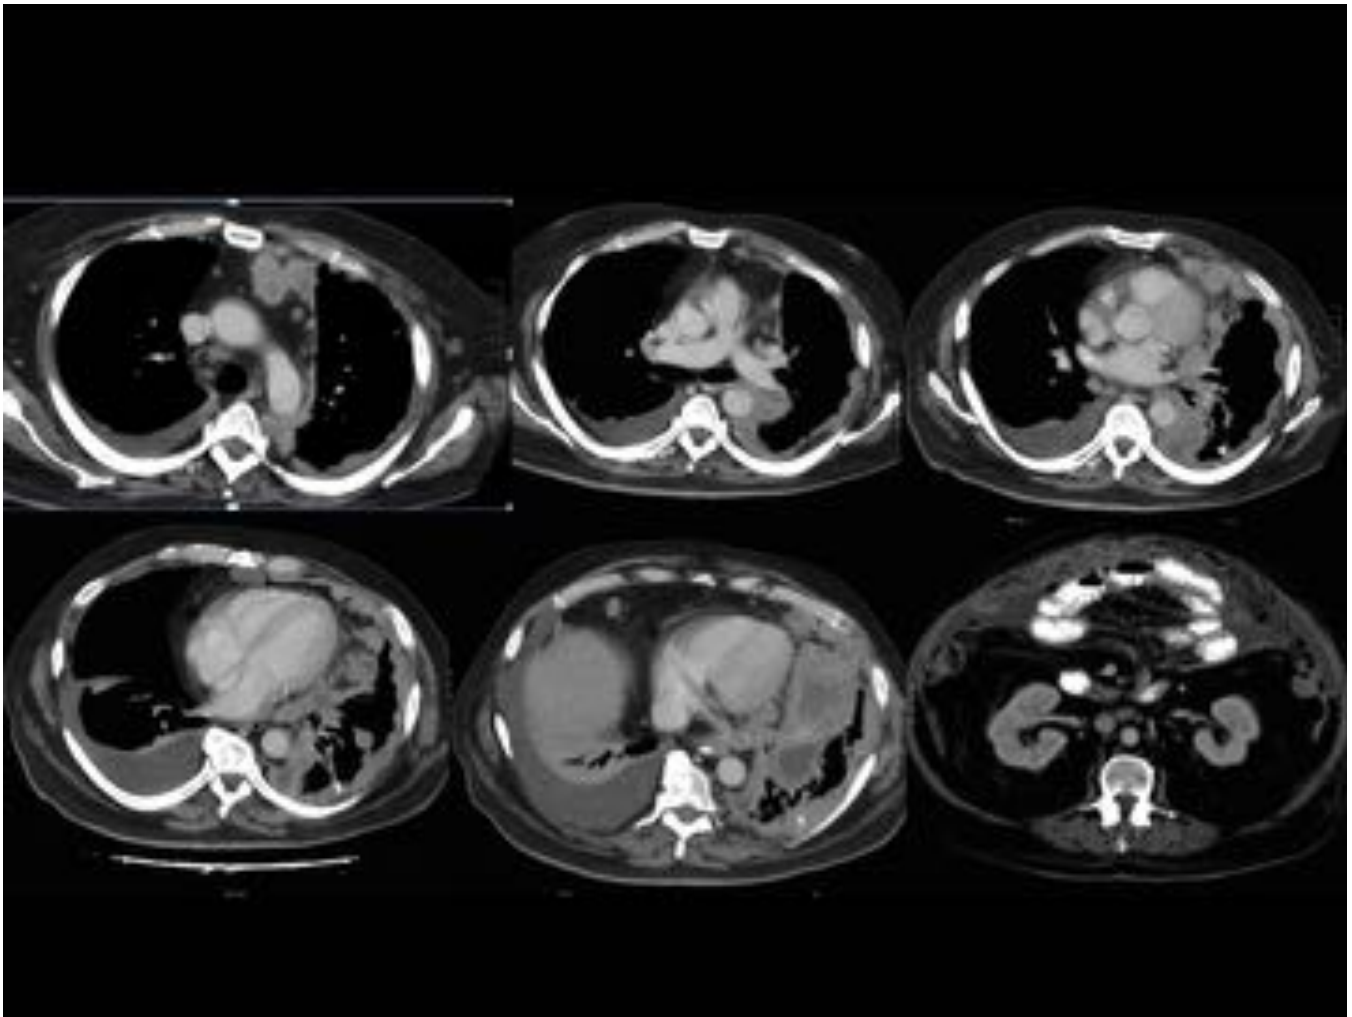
Cortes axiales de TC torácico con CIV en ventana partes blandas y ventana pulmón. Engrosamiento nodular circunferencial que rodea al pulmón derecho a modo de cáscara y hemitórax ipsilateral contraído.
